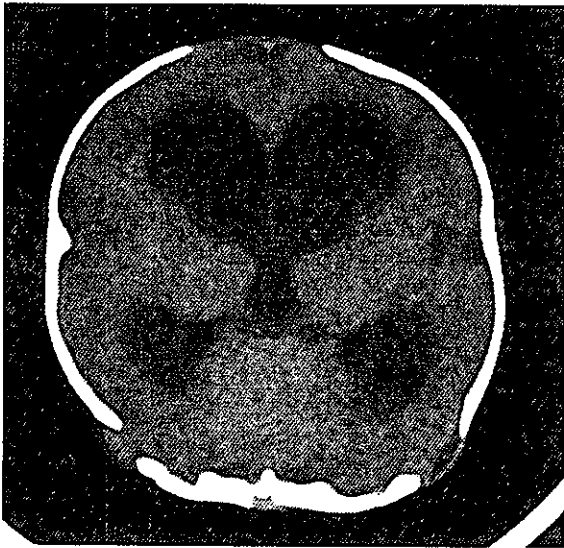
開溝術および後頭下減圧術後2ヶ月の頭部CT (生後3ヶ月)。脳室拡大の進行を示す。
